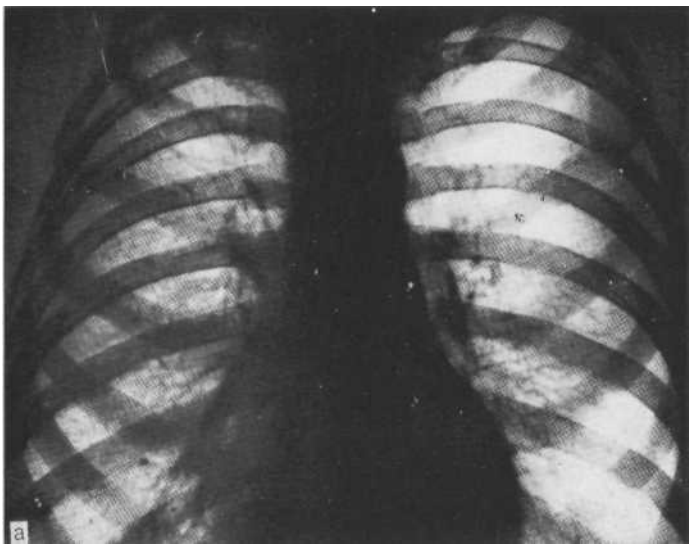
Обзорная рентгенограмма (а) и бронхограмма (б). Бронхоэктазы нижней доли справа. Затемнение тяжистого характера определяется в нижней медиальной зоне правого легочного поля. На бронхограмме цилиндрические бронхоэктазы.
